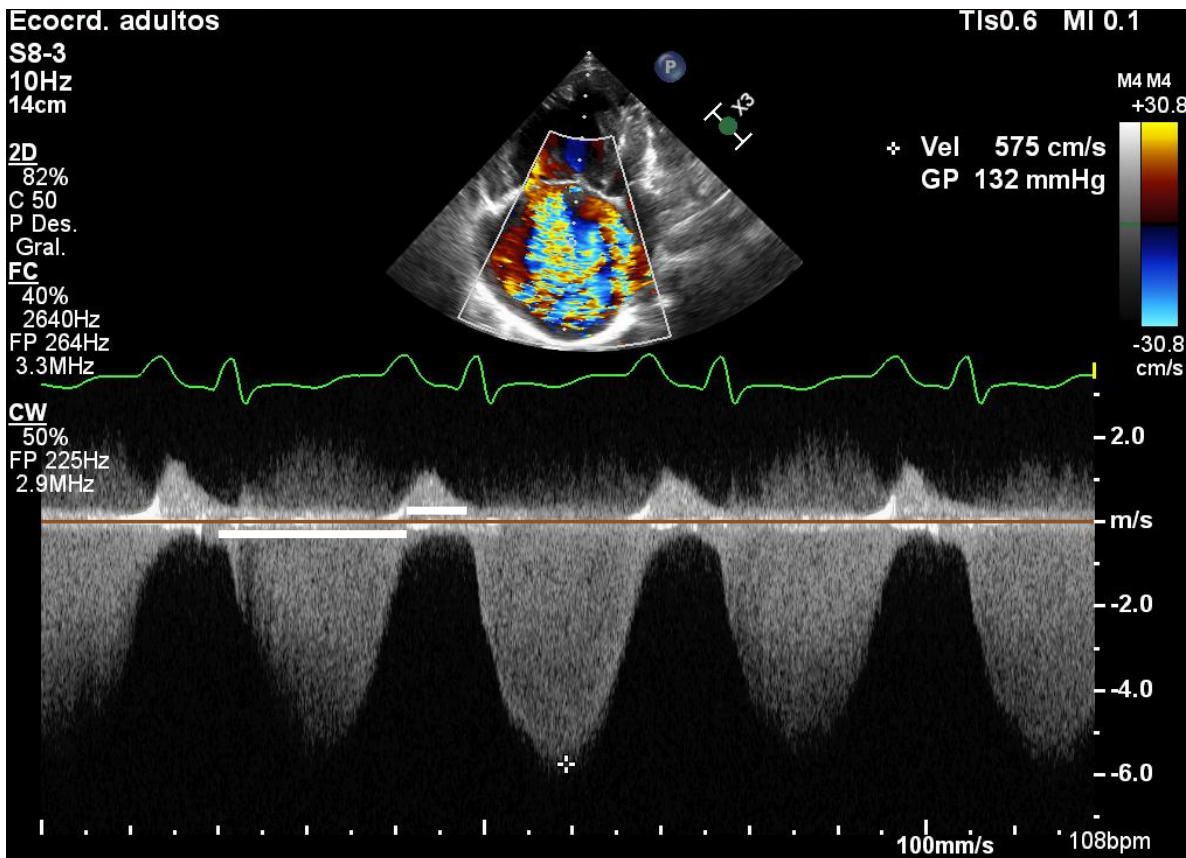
Radio Sístole/Diástole de la velocidad de la Insuficiencia tricúspidea por Doppler continuo. Imagen obtenida del departamento de Ecocardiografía del Instituto Nacional de Cardiología Ignacio Chávez.
